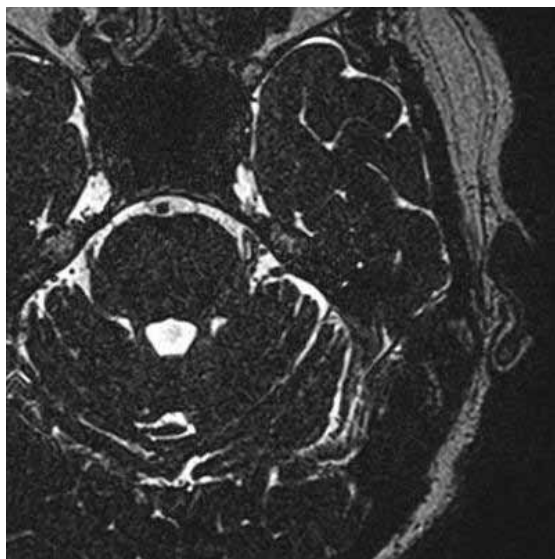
Изображения, полученные на томографах 1,5 Тл (слева) и 3 Тл (справа). Отсутствие артефактов и более четкое соотношение сигнал–шум на 3 Тл
